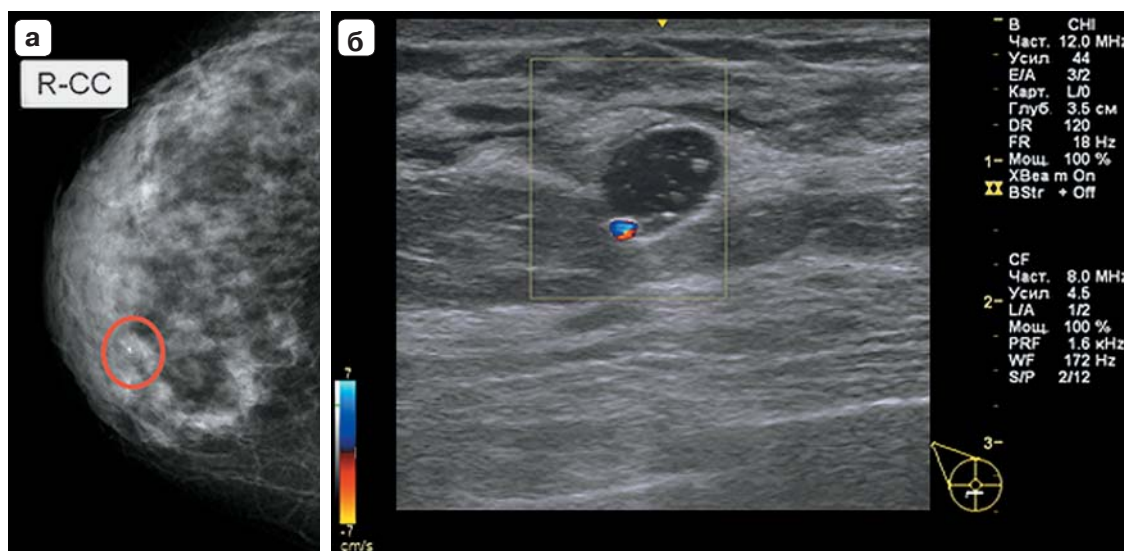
Единичный кальцинат молочной железы. а – рентгеновская маммограмма, кальцинат обведен эллипсом; б – ультразвуковое исследование в режиме ЦДК, мерцающий артефакт средней степени выраженности.
